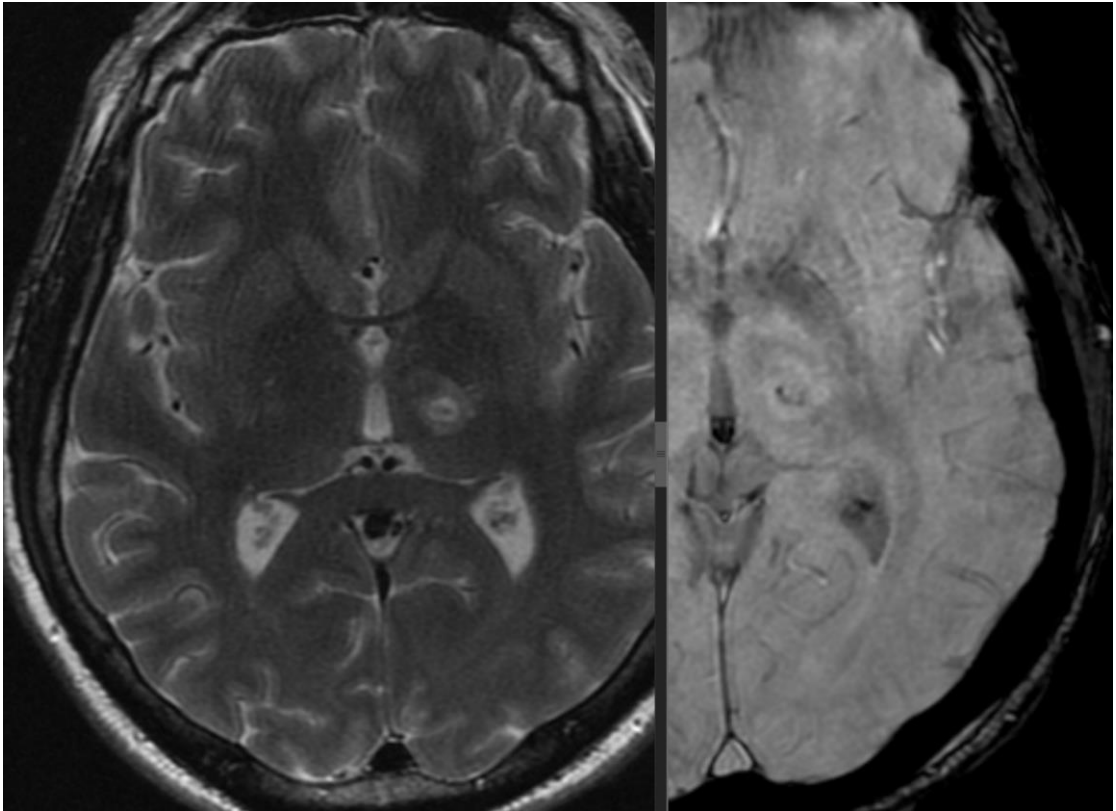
МРТ головного мозга в аксиальной плоскости в режимах T2 и SWAN через 2 часа после проведения таламотомии методом МР-ФУЗ.
